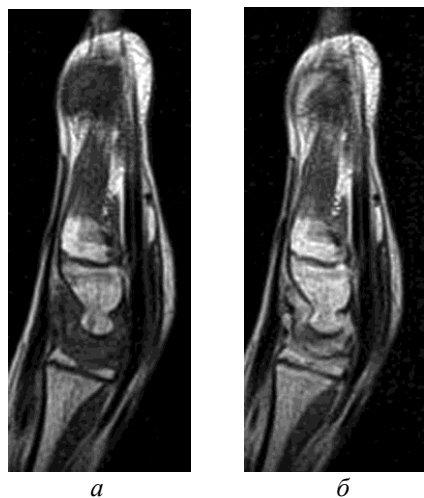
На сагиттальных МРТ кисти пациентки 14 лет с ЮИА пролиферирующий синовиальный отчетливо визуализируется после контрастирования (б) в виде структуры изоинтенсивной костному мозгу, распространяющейся на лучезапястный сустав и дорзальную поверхность головчатой кости
